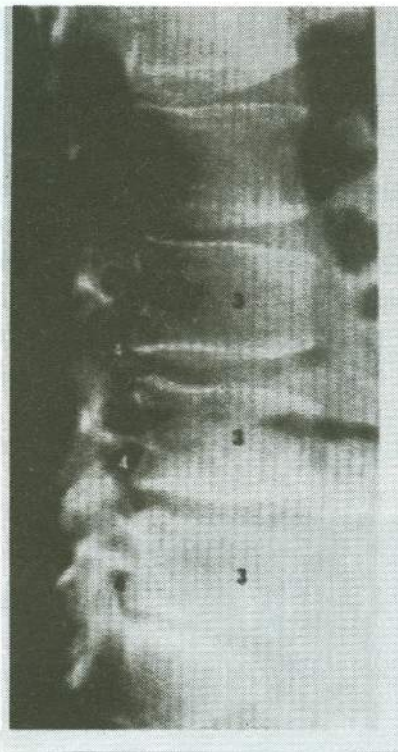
Signes radiographiques de sténose constitutionnelle en incidence de profil :
